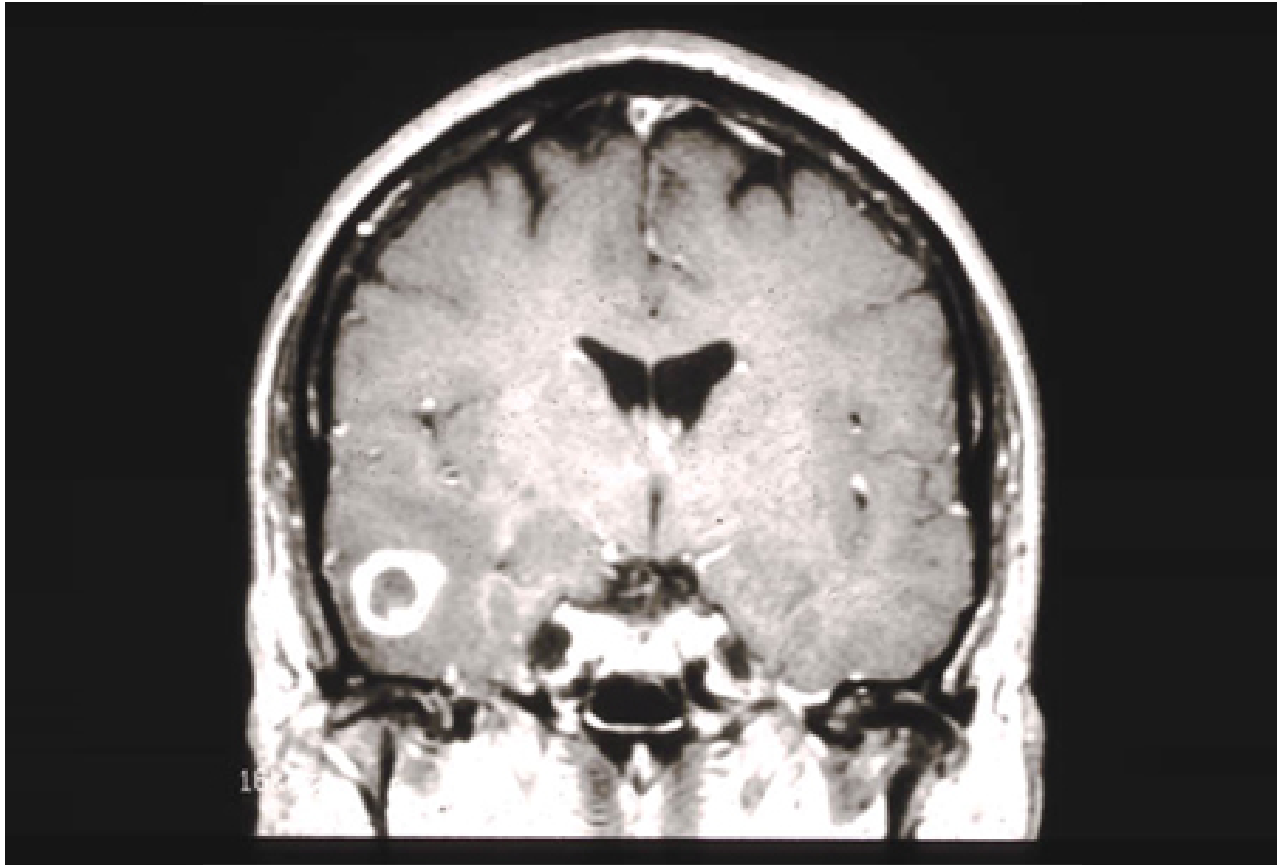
Ressonância nuclear magnética (RNM) demonstrando um glioblastoma temporal direito (grau IV)
